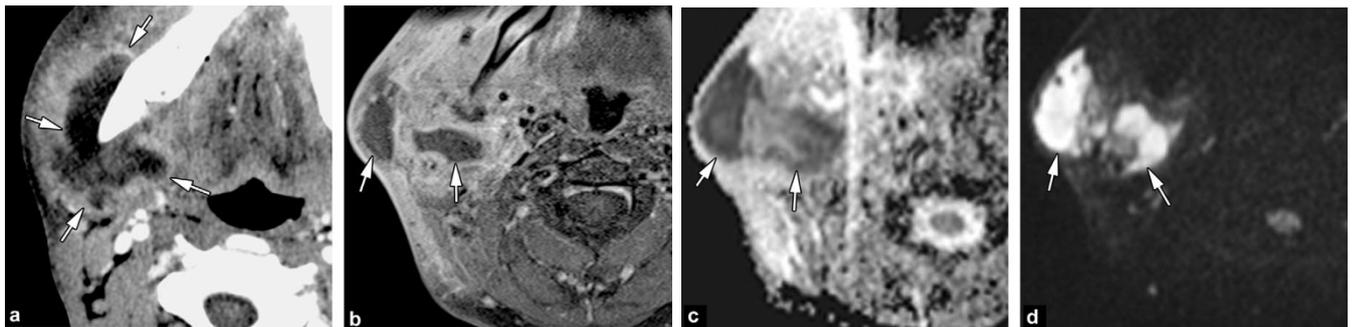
Abscès parotidien. Coupes axiales passant par l'angle mandibulaire (a—d), TDM (a), IRM en T1 gadolinium et saturation de la graisse (b), IRM en cartographie du coefficient apparent de diffusion (c), IRM en diffusion b1000 (d). Abscès sous forme d'une collection parotidienne dont la paroi est fortement rehaussée par le produit de contraste (flèches, a, b), présentant un hyposignal ($ADC = 0,9 \cdot 10^{-3} \text{ mm}^2/\text{sec}$, flèches, c) et un hypersignal b1000 (flèches, d) [8].
